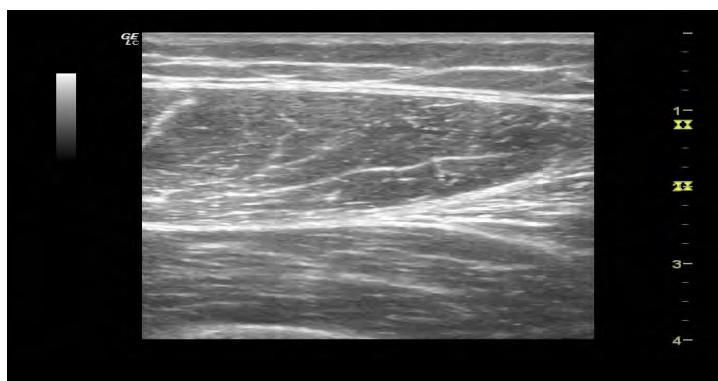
Hasil cira ultrasoun
